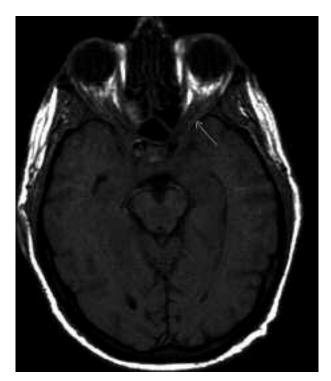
Resonancia nuclear magnética; infiltración vértices orbitarios (flecha).
